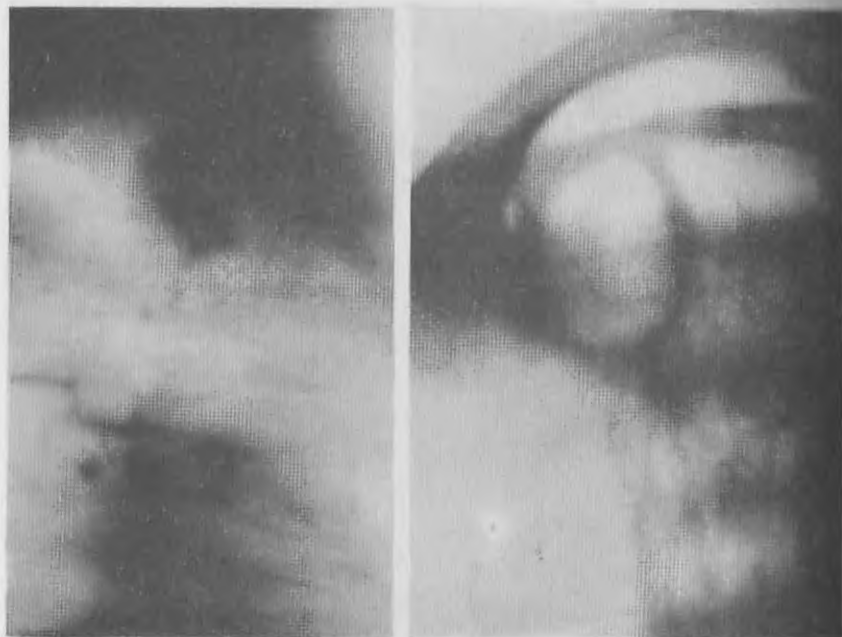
Продолжение. Прямая томограмма (в) больного с аппозиционным ростом туберкуломы, доказанной оперативно.
